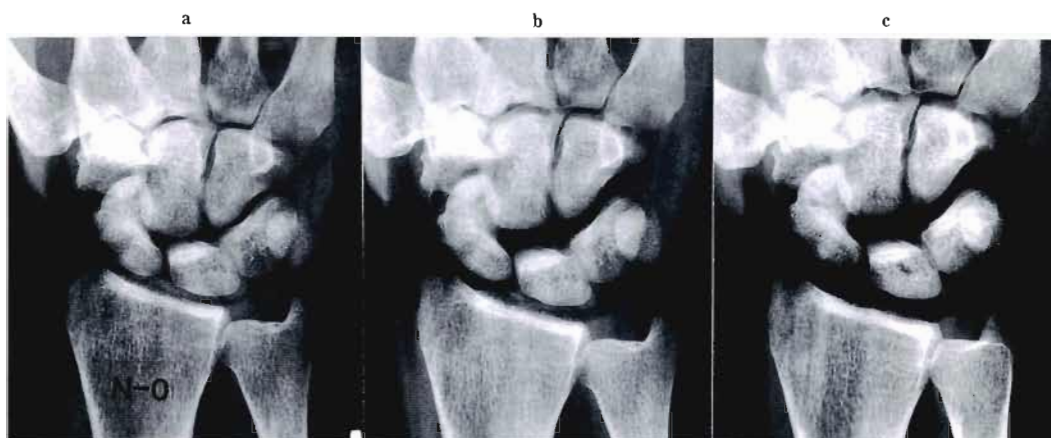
The posteroanterior radiographs of cadaveric wrist joint under traction stress.
